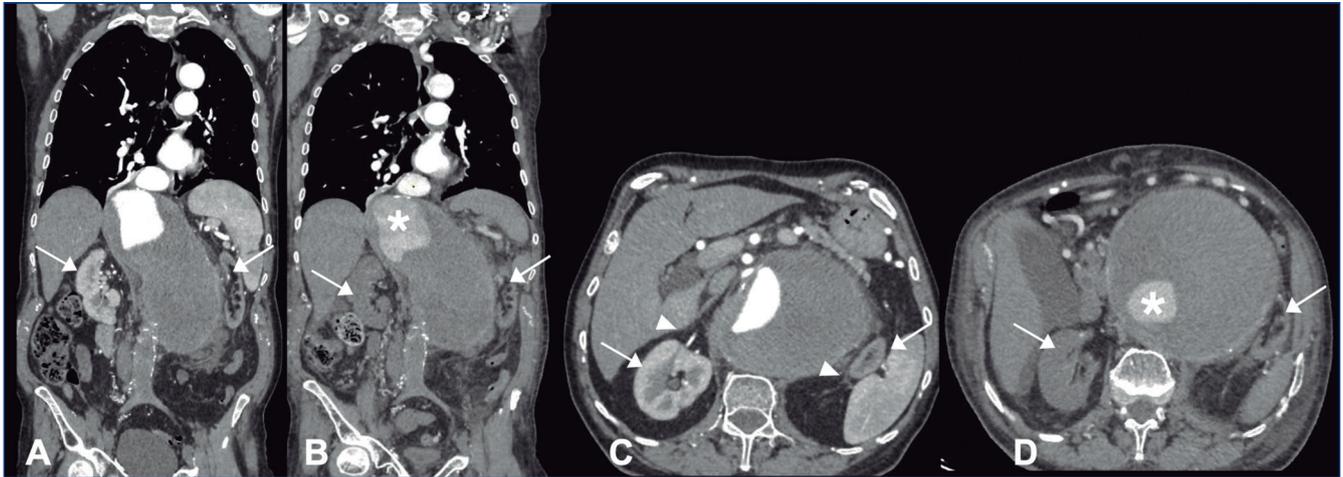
Angiografía por tomografía computarizada (TC) con reconstrucción de la aorta abdominal; proyecciones coronal y axial (A y C) al inicio del estudio y en el paciente anúrico (B y D), respectivamente. A) Angiografía por TC que demuestra trombosis del aneurisma aórtico abdominal y trombosis completa de la derivación aortobifemoral. La luz aórtica verdadera se realza con medio de contraste. El riñón izquierdo, más pequeño y muy comprimido, denota un realce de contraste diferente del derecho (flechas blancas). B) Obsérvese la diferencia de realce entre la aorta torácica con la disminución de la densidad de contraste en la luz aórtica verdadera debido a un trombo intraluminal parcial (asterisco blanco). C) Proyección axial. Aneurisma parcialmente trombosado con la luz aórtica realzada con medio de contraste. El riñón izquierdo más pequeño intensamente comprimido denota un realce de contraste diferente (flecha) del derecho (flecha); vascularización de ambos riñones (cabezas de flecha). D) Existe una disminución de la densidad de contraste en la luz aórtica verdadera debido a un trombo intraluminal parcial. Se observa hipoperfusión generalizada de vísceras y de ambos riñones.
